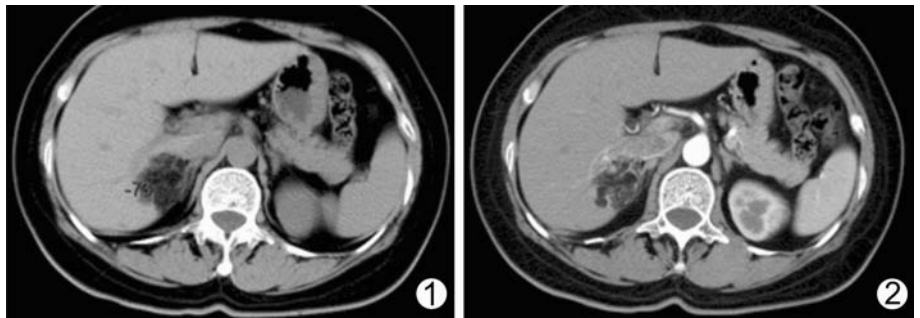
肝 VI 段下腔静脉旁见一低密度灶, 内见脂肪密度区 (CT 值最低 -90Hu), 边界清楚, 内密度不均, 可见条状分隔影 图 2 动脉期病灶内条状分隔强化, 低密度区无强化
